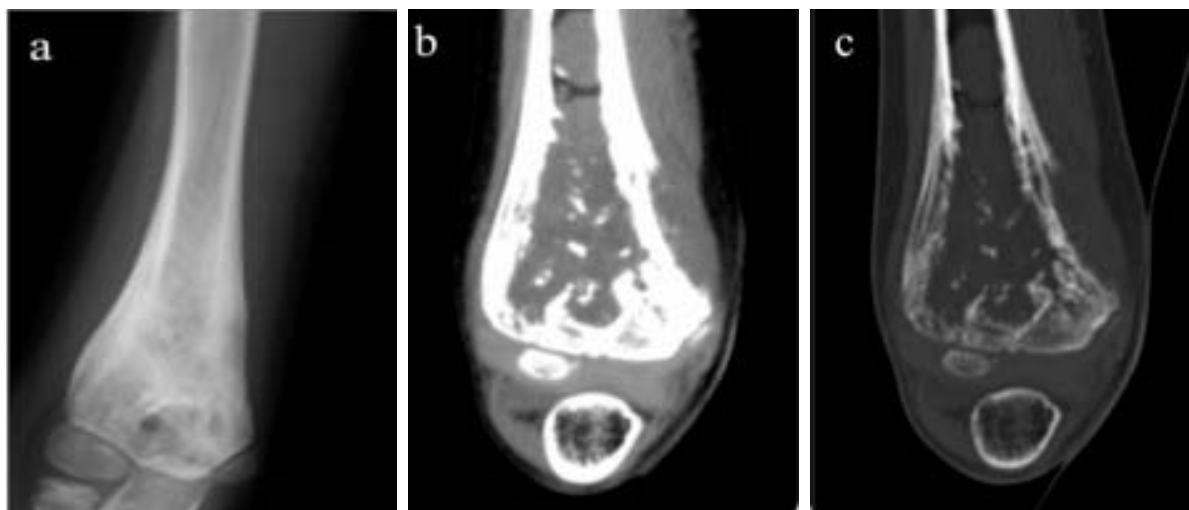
Sarcome d'Ewing chez un enfant de 8 ans, confrontation radiographie (a) et scanner (b,c) précisant l'ostéolyse, la réaction périostée et l'atteinte des parties molles.[7]
